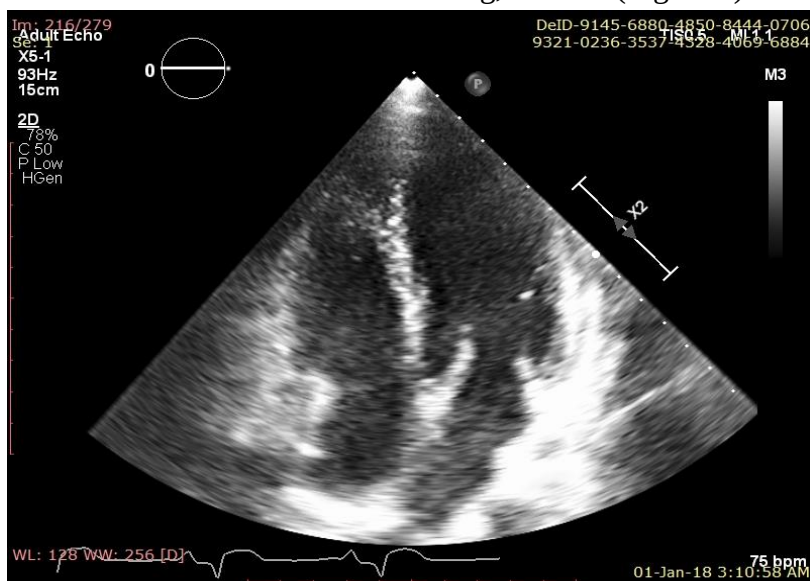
Ecocardiografie transtoracică – incidența apical 4 camere (imagine din cazuistica Clinicii de Cardiologie a SCJU Târgu Mureș)
